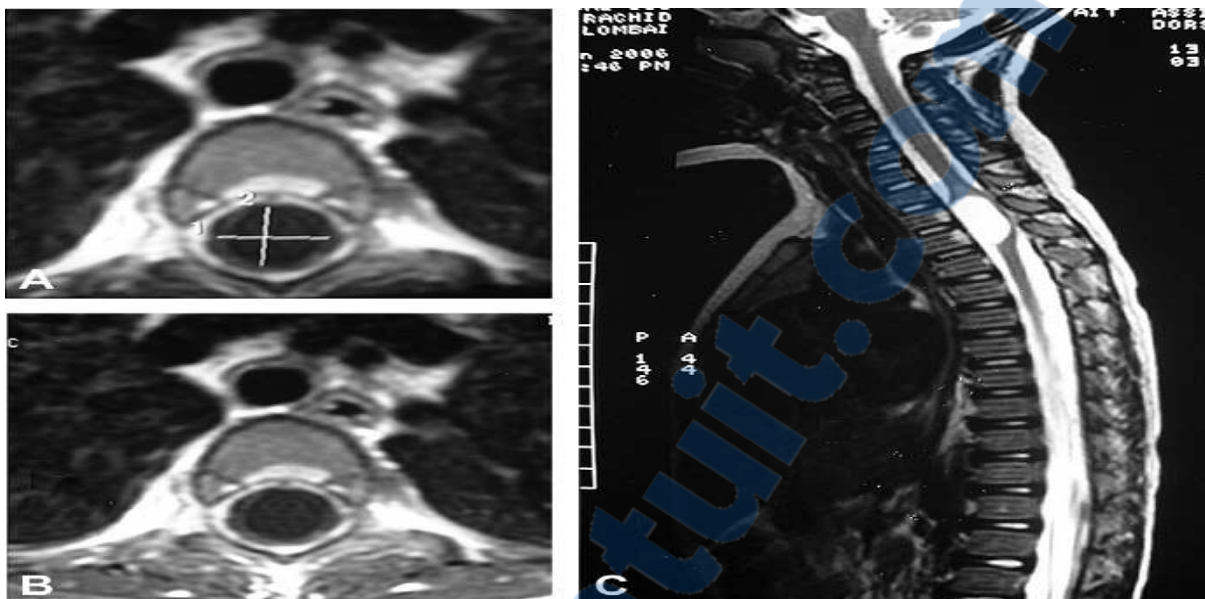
IRM rachidienne en coupes axiales T1 sans injection (A) et avec injection (B), et sagittale T2 sans injection (C). Kyste arachnoïdien intramédullaire en regard de D3-D4.
